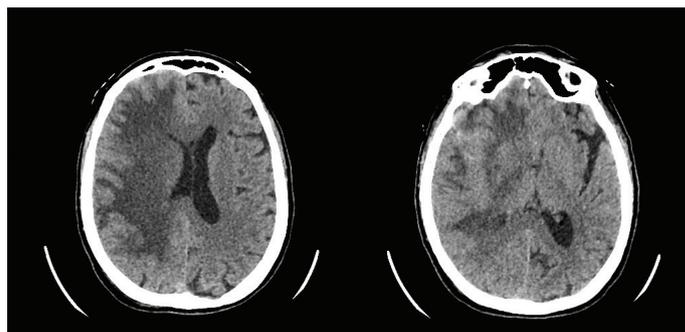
Рентгеновская компьютерная томография головного мозга от 02.02.2024
